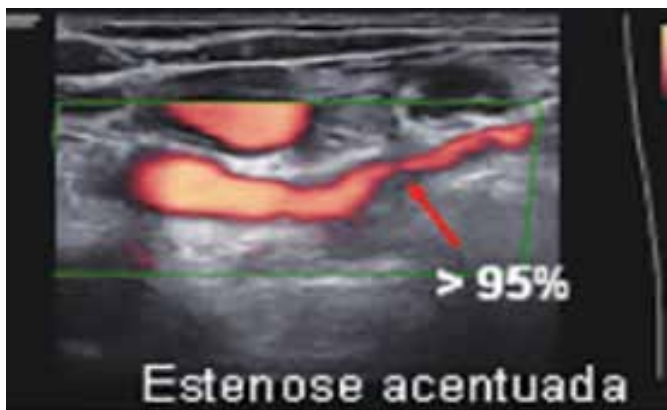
Artéria subclávia direita com estenose acentuada ao Doppler de amplitude.
